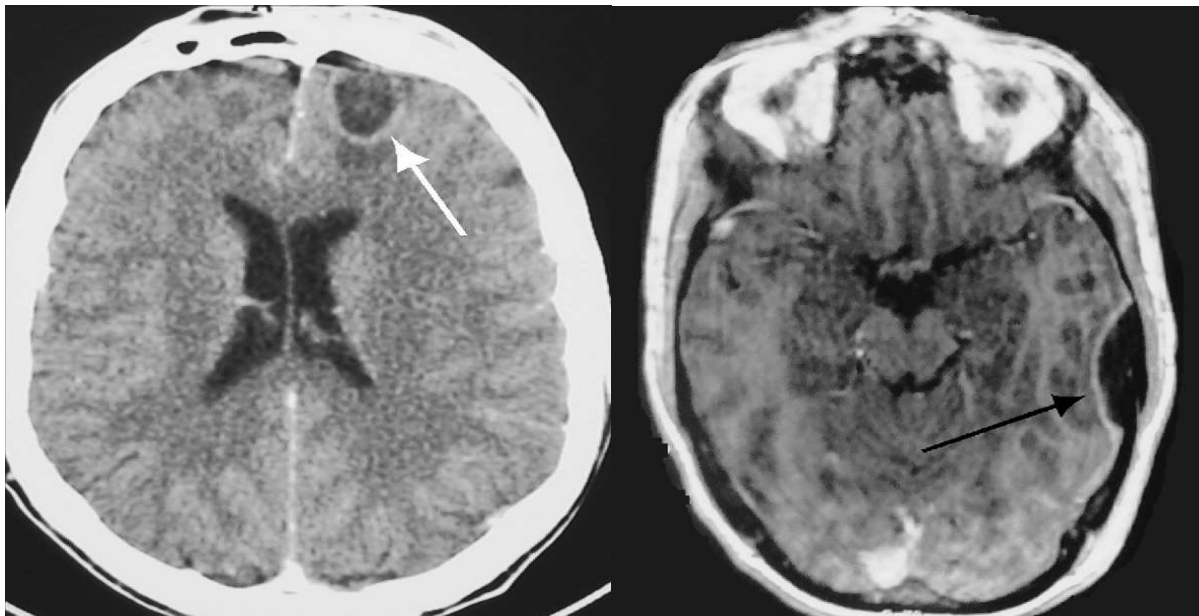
TDM avec injection de produit de contraste. Abscès frontal gauche.
